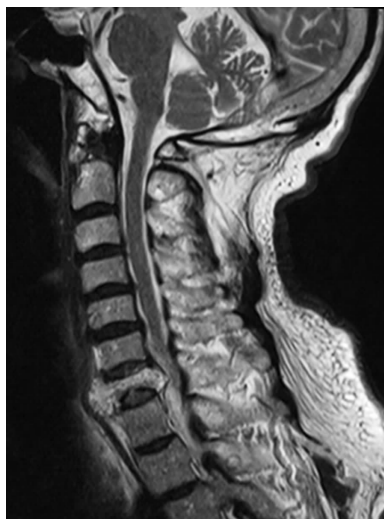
患者,男,67 岁,颈部矢状位 MRI T2WI 图像
